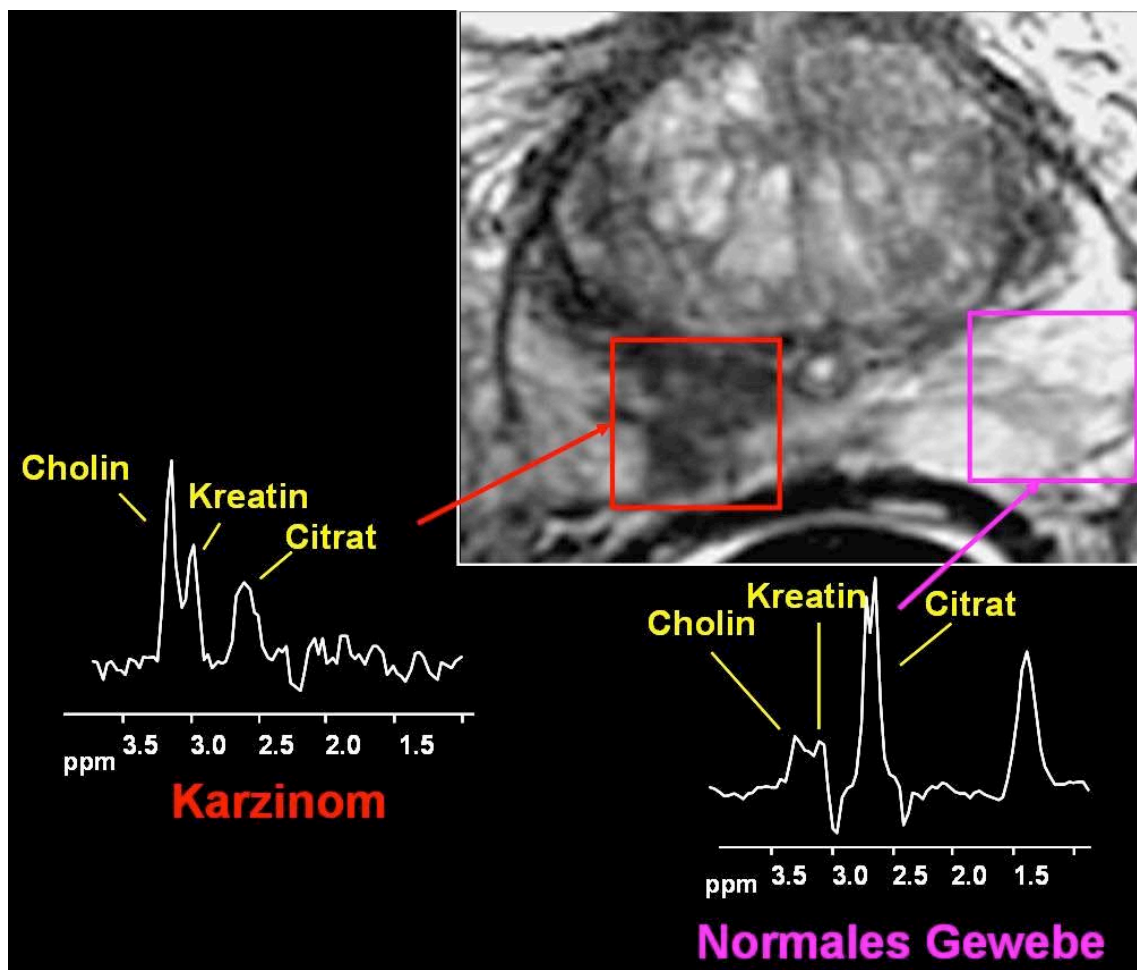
Vergleich von normaler Prostata und Prostatakarzinom mit MRT und 3D-MRS. Prostatakarzinome, aber auch z.B. Prostataentzündungen sind dunkel in der MRT, während normales Prostatagewebe ein sehr helles Signal aufweist. Der hohe Cholin- und der niedrige Citratgehalt, entsprechend der Höhe der Spitzen (Peaks) in der 3D-MRS, sind typisch für ein Prostatakarzinom.
